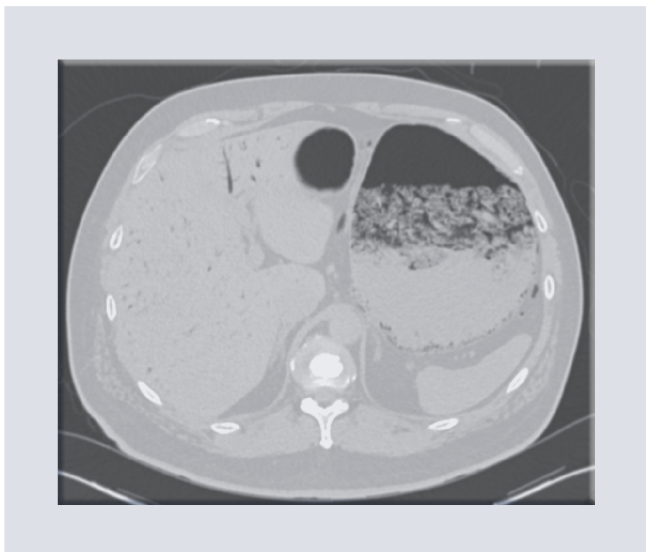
Caso 5: mujer, 44 años, con síndrome doloroso abdominal con panserositis (ascitis, derrame pleural bilateral, pericárdico y síndrome de obstrucción intestinal y síndrome de obstrucción intestinal con sospecha clínica de colitis pseudomembranosa). Imagen axial de la tomografía computarizada abdominopélvica bifásica con contraste oral positivo e intravenoso en la cual se demuestra la neumatosis gástrica, caracterizada como gastritis enfisematosa; el contraste progresa hacia asas de delgado y define la pneumatosis intestinal.
